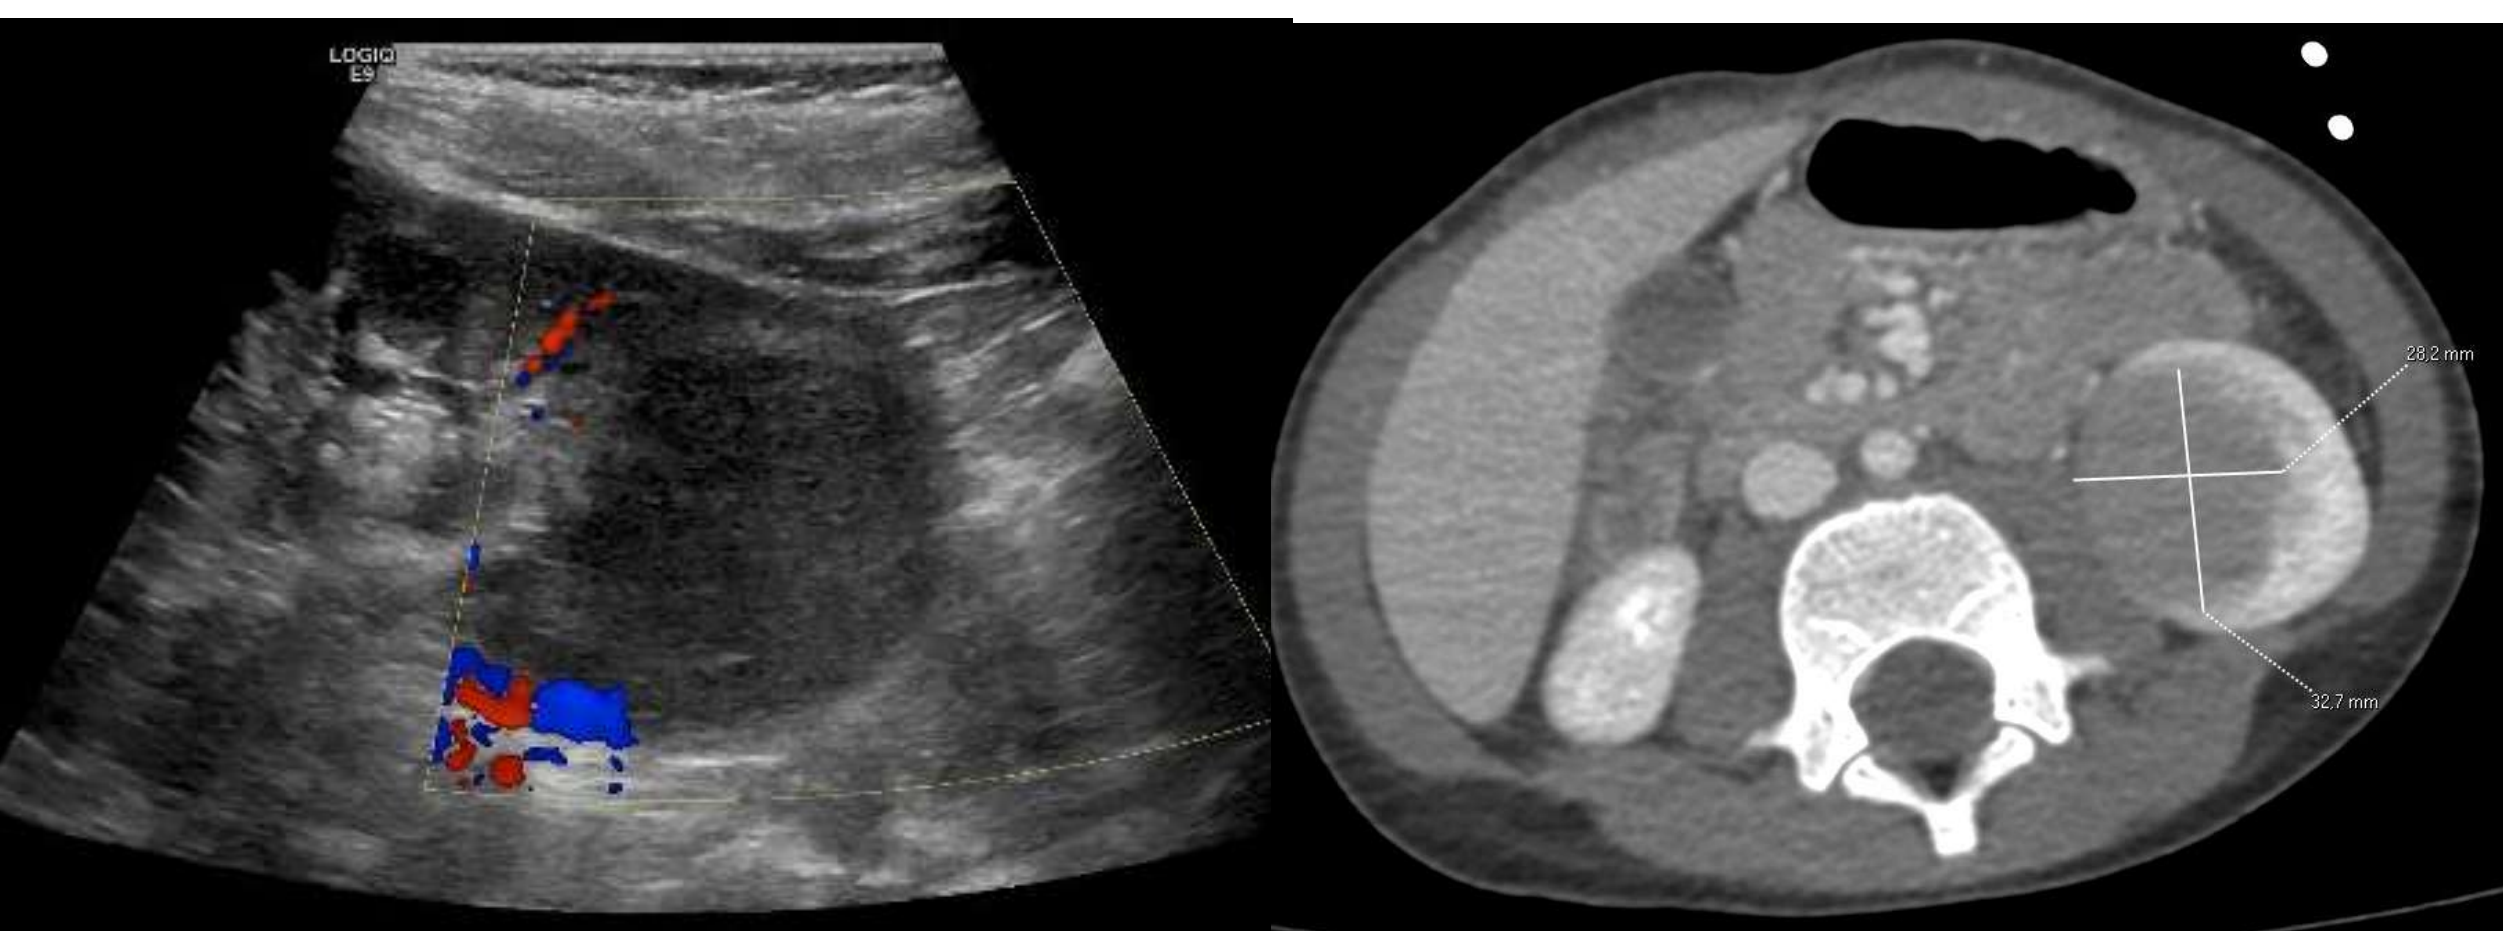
Ecografía y Tc abdominal respectivamente mostrando lesión nodular en polo inferior del riñón izquierdo. Dado los hallazgos en ecografía cervical y radiografía de tórax, se sugiere metástasis de posible linfoma mediastínico.
